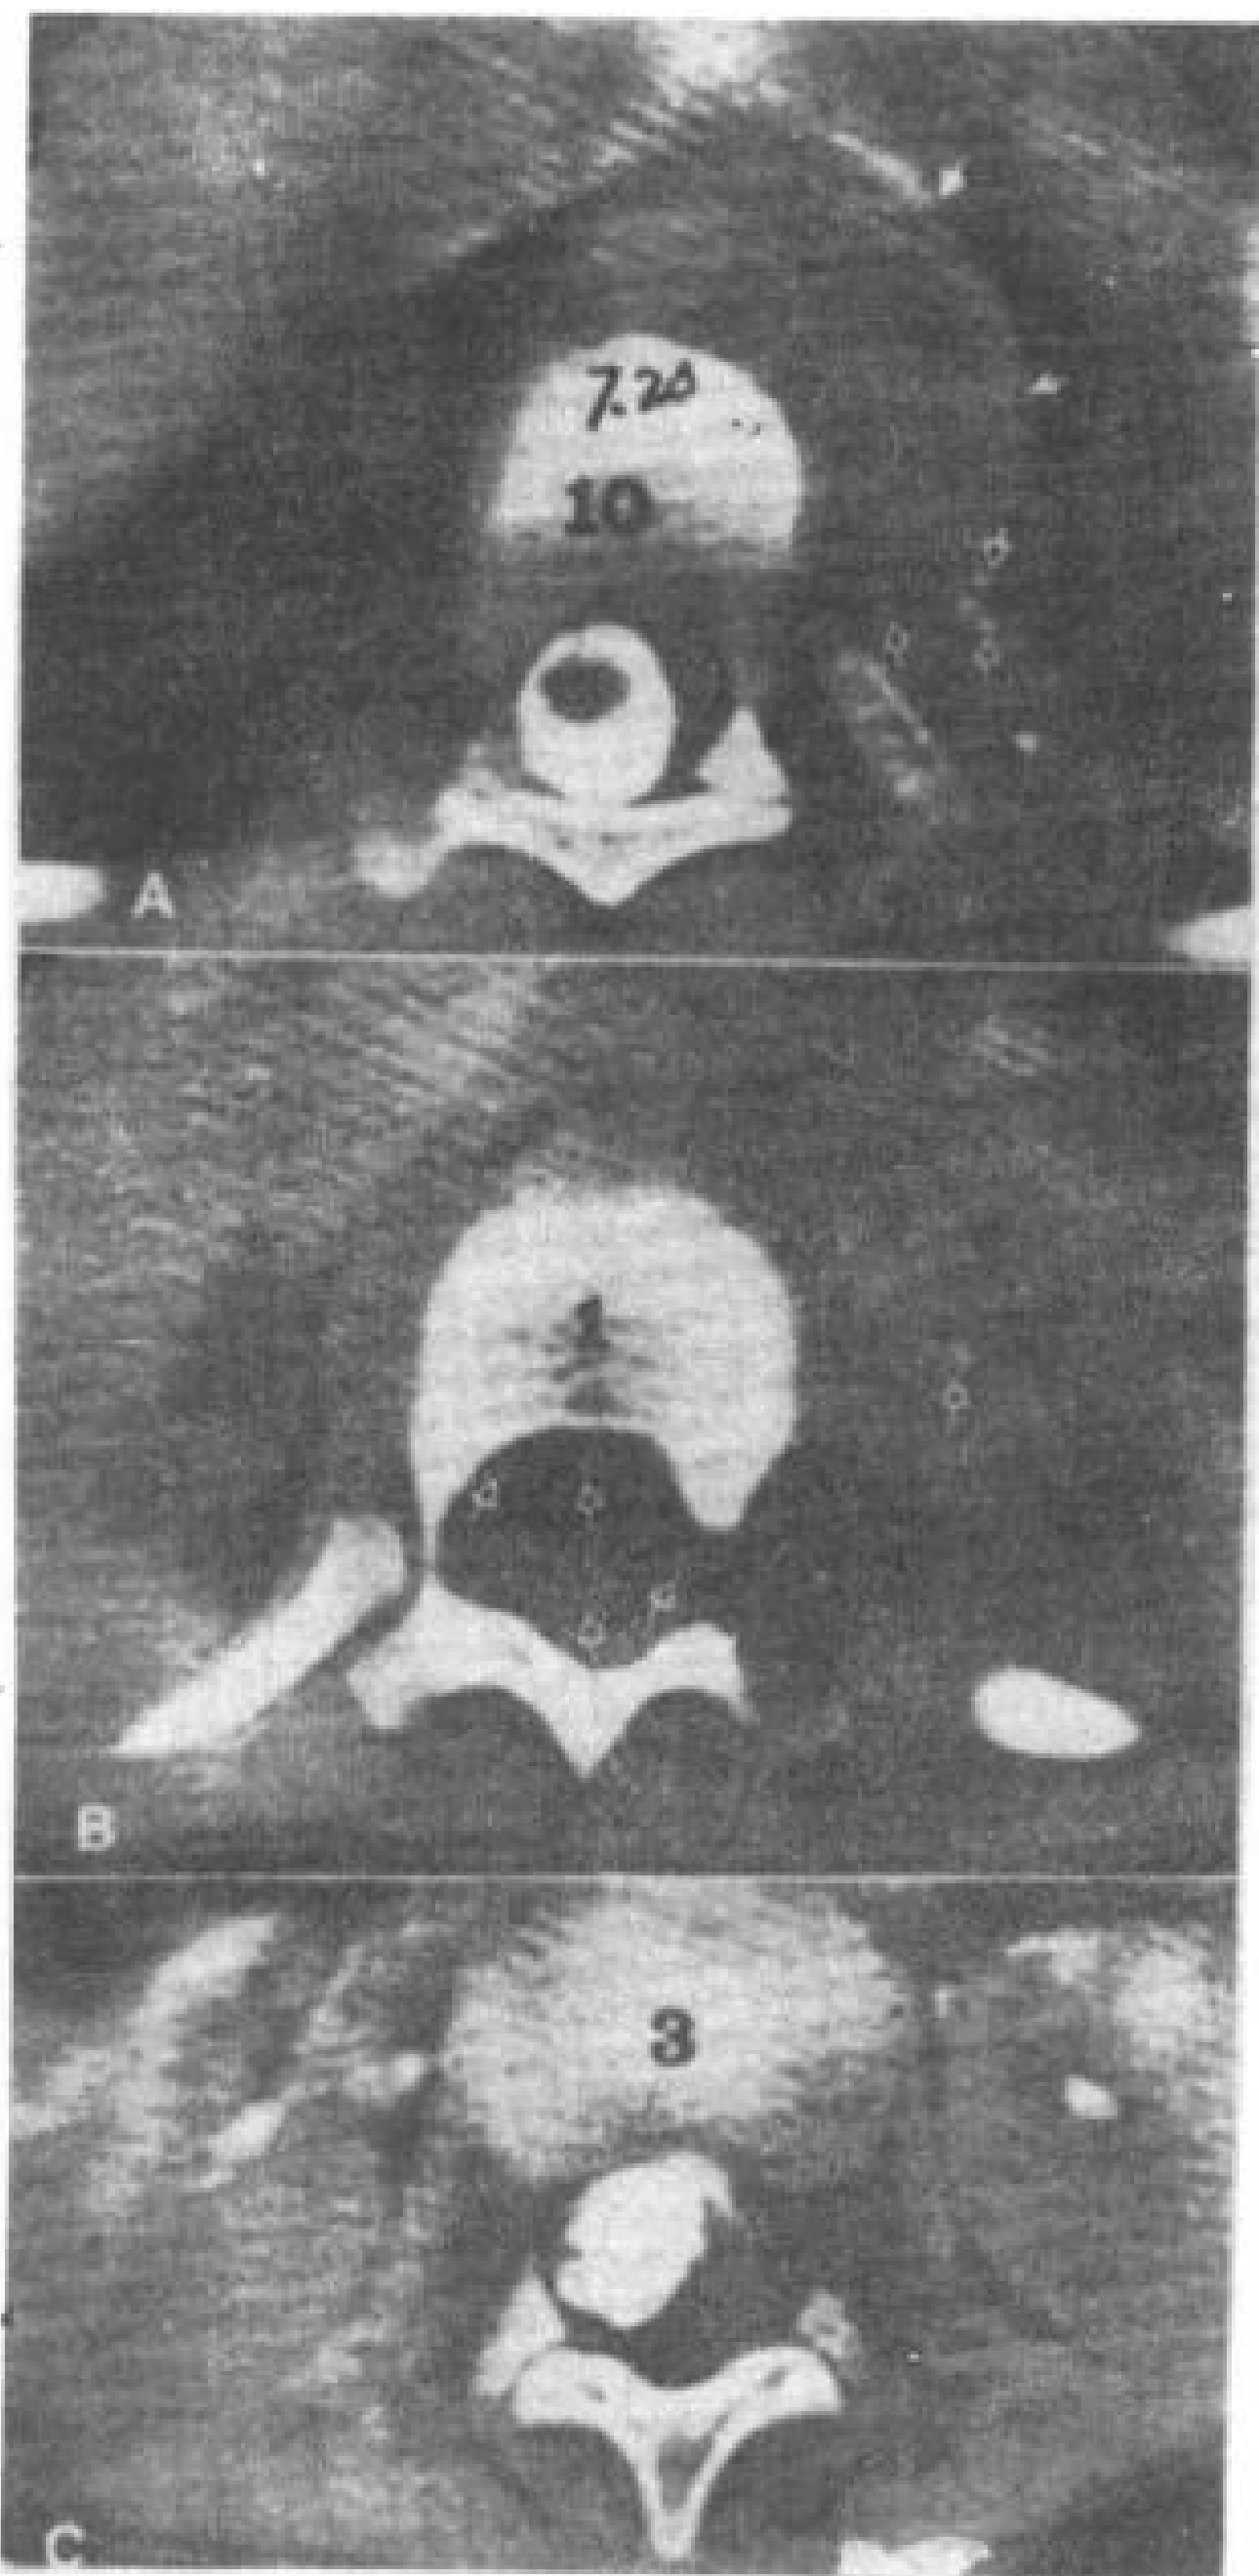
节细胞神经母细胞瘤,增强 CT 横断扫描。
